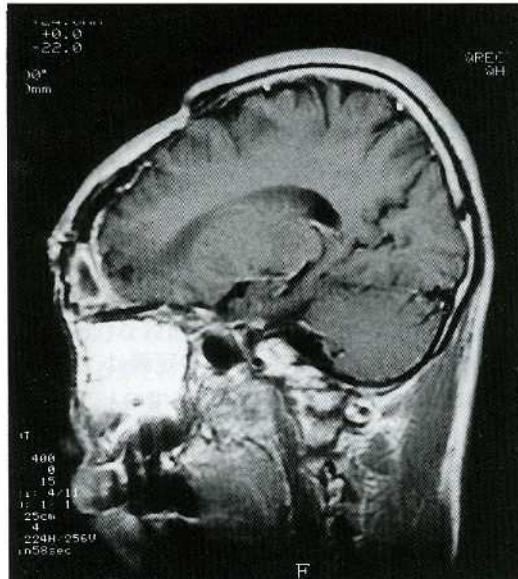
Case 10. Preoperative MRI image.
